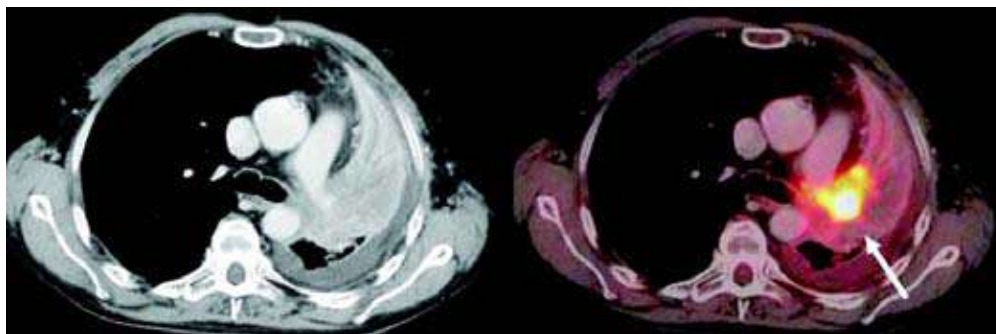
Estudio PET/TC de estadificación para cáncer pulmonar. Se evidencia el tumor central con atelectasia del lóbulo superior izquierdo. La intensa captación de ^{18}F -FDG por el tumor (flecha) permite diferenciarlo del pulmón colapsado adyacente. La aplicación de contraste intravenoso ayuda a delimitar mejor la invasión de la arteria pulmonar izquierda. Se observa derrame pleural ipsilateral sin captación.
